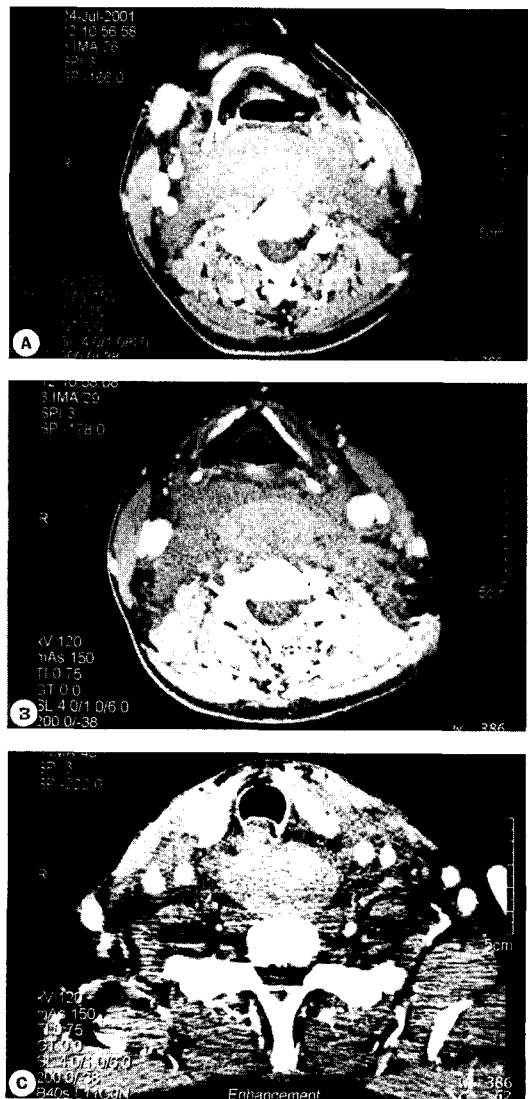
Preoperative axial CT scan shows abnormal soft tissue lesion in retropharyngeal space. A : Hyoid bone level, B : Vocal cord level, C : Thyroid gland level.
